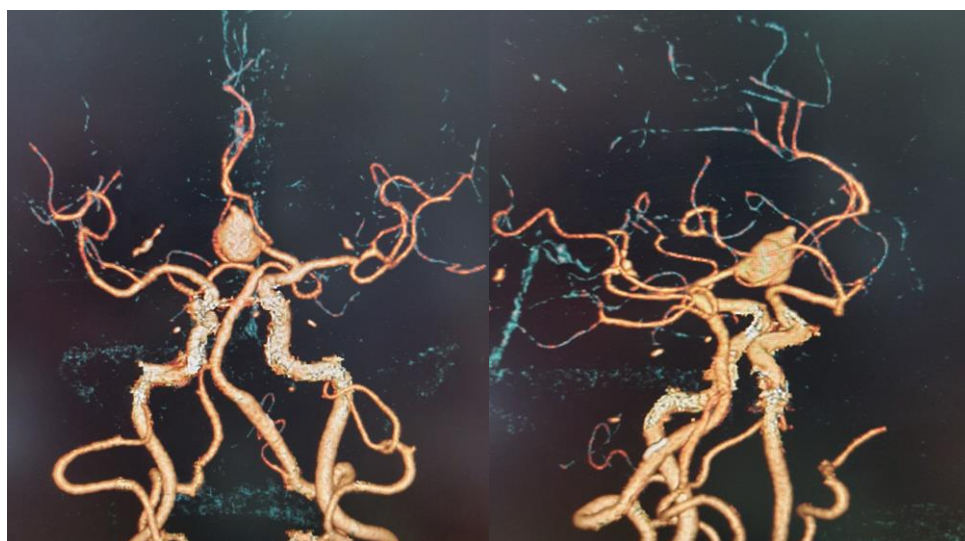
КТ-АГ 3D - реконструкція хворого К. (пояснення у тексті).
